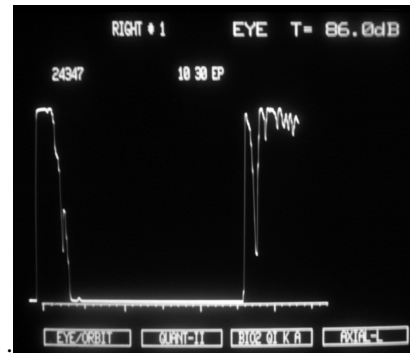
Quadro ecografico compatibile con una lesione tipo “melanoma maligno della coroide”.
